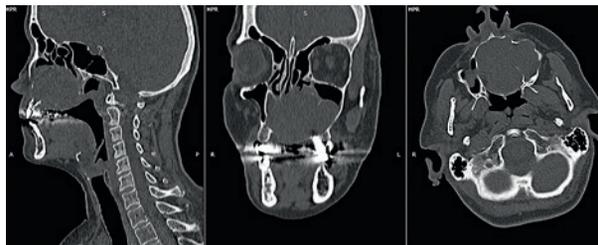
Срезы компьютерной томограммы (КТ) структур головного мозга и лицевого скелета пациентки Д.
